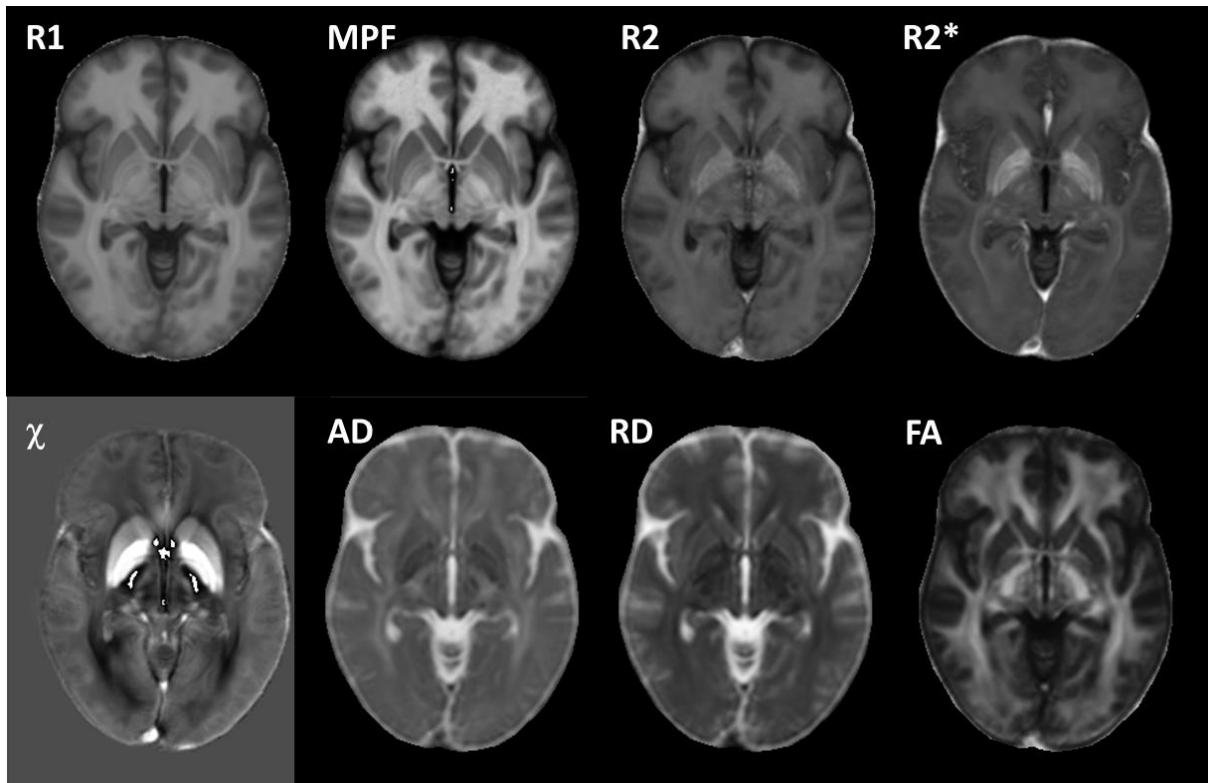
Exemples d'images paramétriques moyennes acquises au cours d'une même séance d'IRM sur des sujets sains (stage de M. Bouhaha, collaboration avec S.Faisan, V.Noblet et J.Foucher (ICube)).
